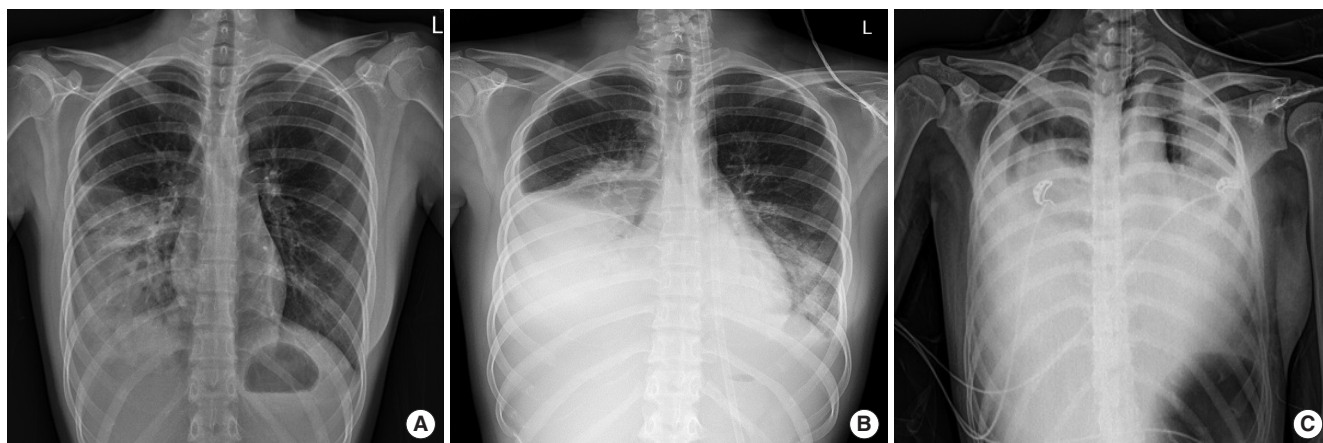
Chest X-ray findings of case 1. (A) Initial chest radiograph shows pneumonic infiltration in right lower lung field with pleural effusion. (B) On the 5th hospital day, follow-up chest X-ray shows more aggravated pneumonic consolidations and pleural effusion in both lung fields. (C) There are further progression of extensive pneumonic consolidation in both lung field and increasing pleural effusion on the 12th hospital day.
